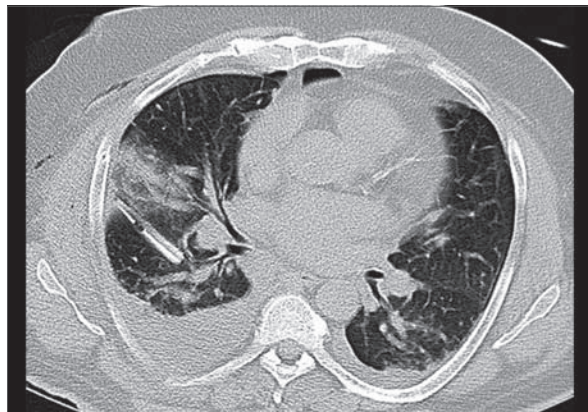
CT des Thorax: Drainagefehlrlage im Unterlappen. Die Spitze der Drainage liegt im Unterlappen, begleitende Einblutung im Parenchym, dorsal der nicht drainierten Erguss.
